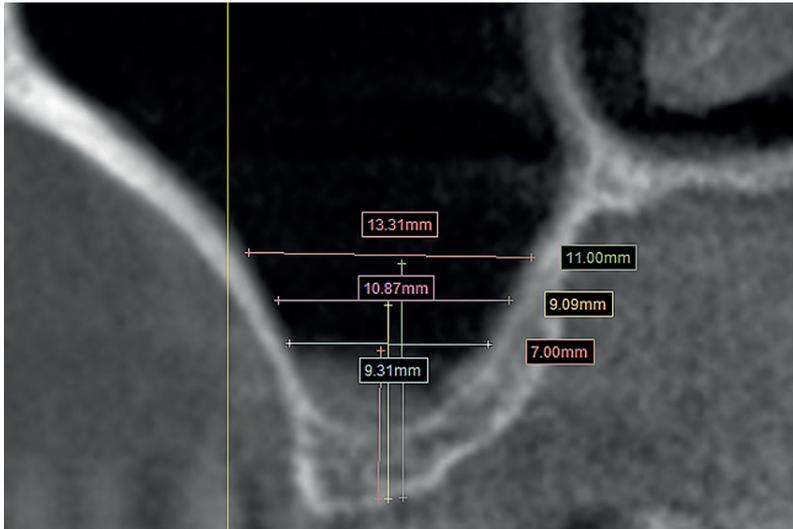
Exemplarische Darstellung der Sinus-Dimensionen bei der Stichprobe von 100 Sinus-CT-Scans: Die Breite des Sinus wurde 7, 9 und 11 mm oberhalb des Knochenkamms gemessen.
